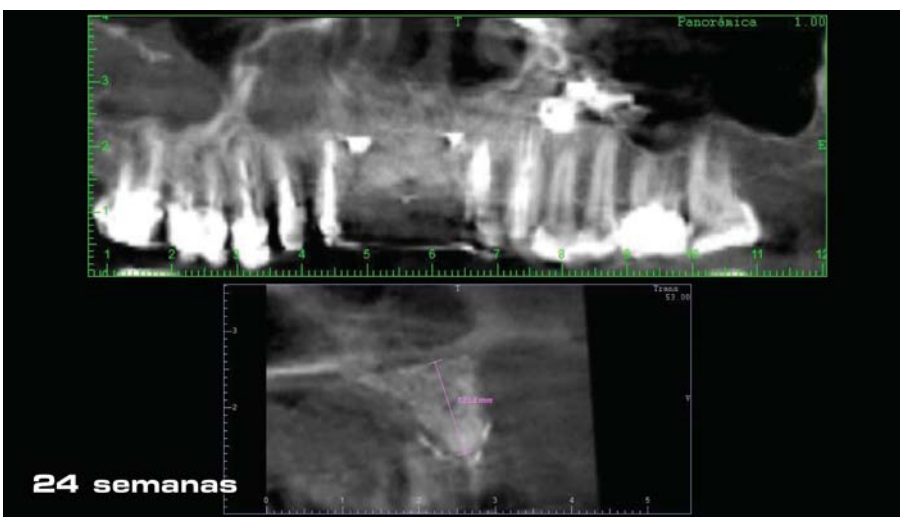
Tomografia computadorizada verificando a formação óssea adequada.
